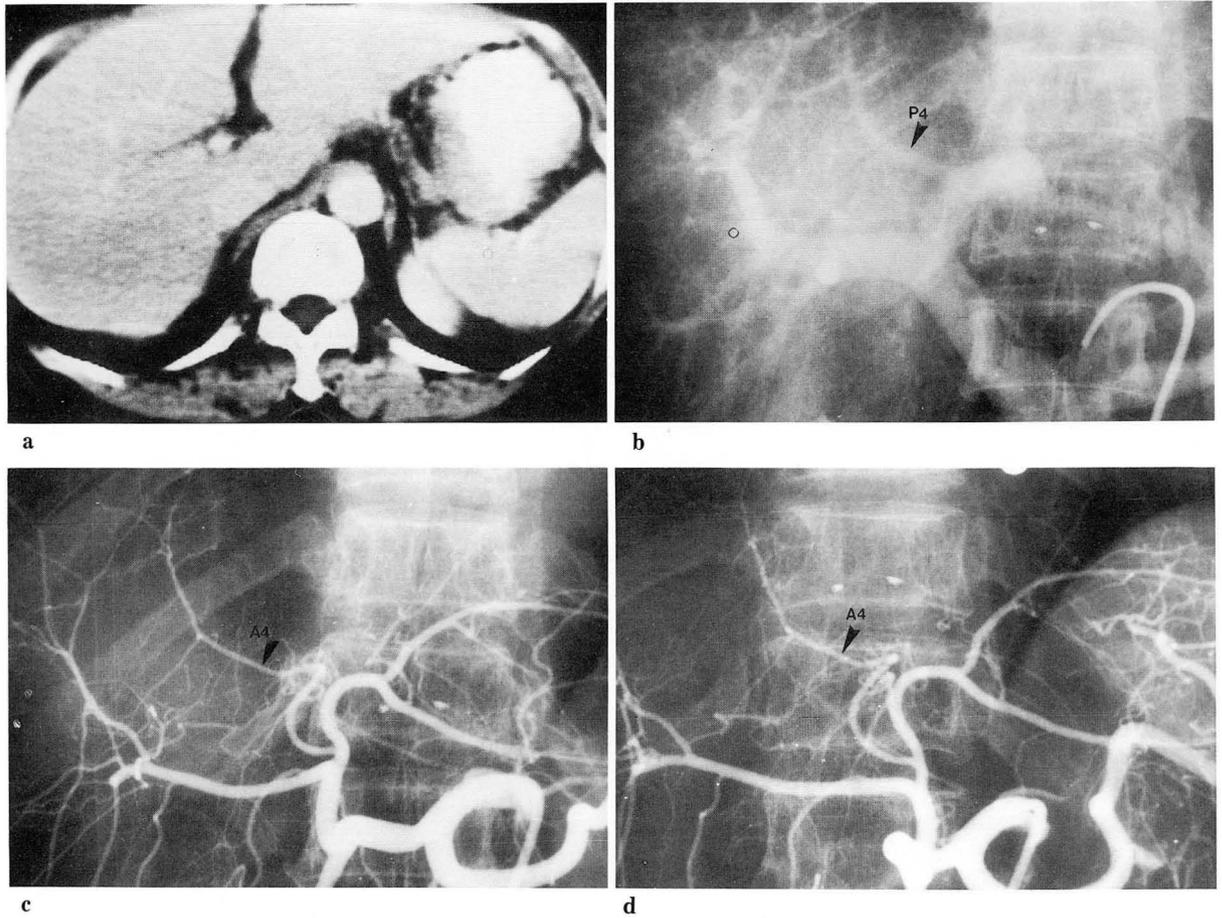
Type 1. a. CT. Quadrate lobe is located between falciform ligament and Cantlie's line, and is ordinary size.
